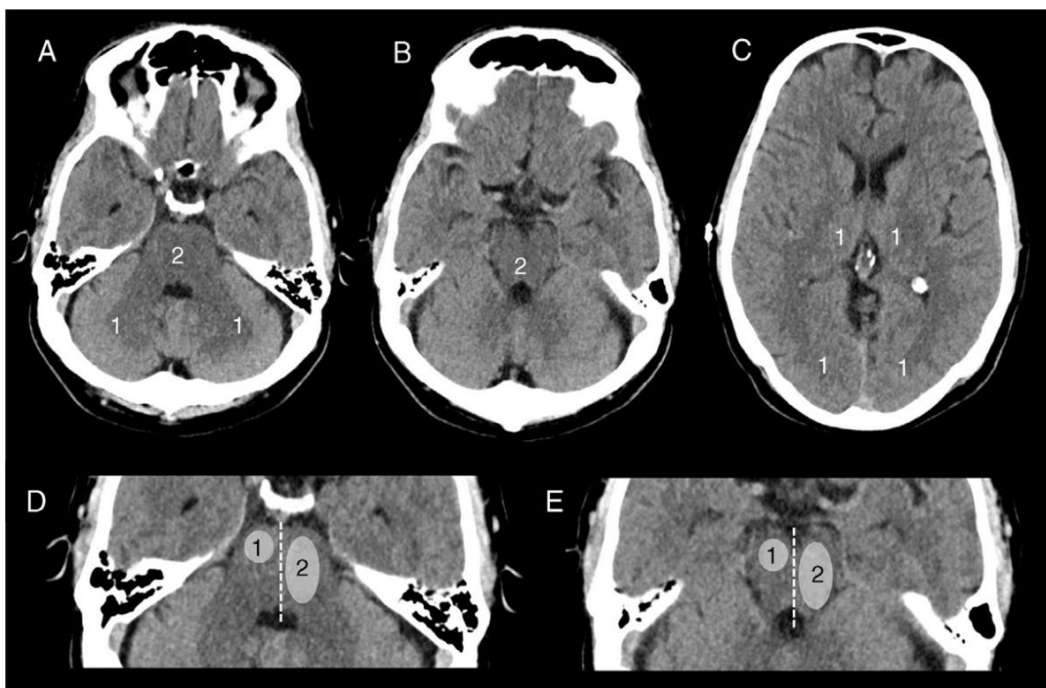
Escala ASPECTS de la circulación cerebral posterior (A, B, C) e índice puente-mesencefálico (D, E) ⁽¹⁵¹⁾.
